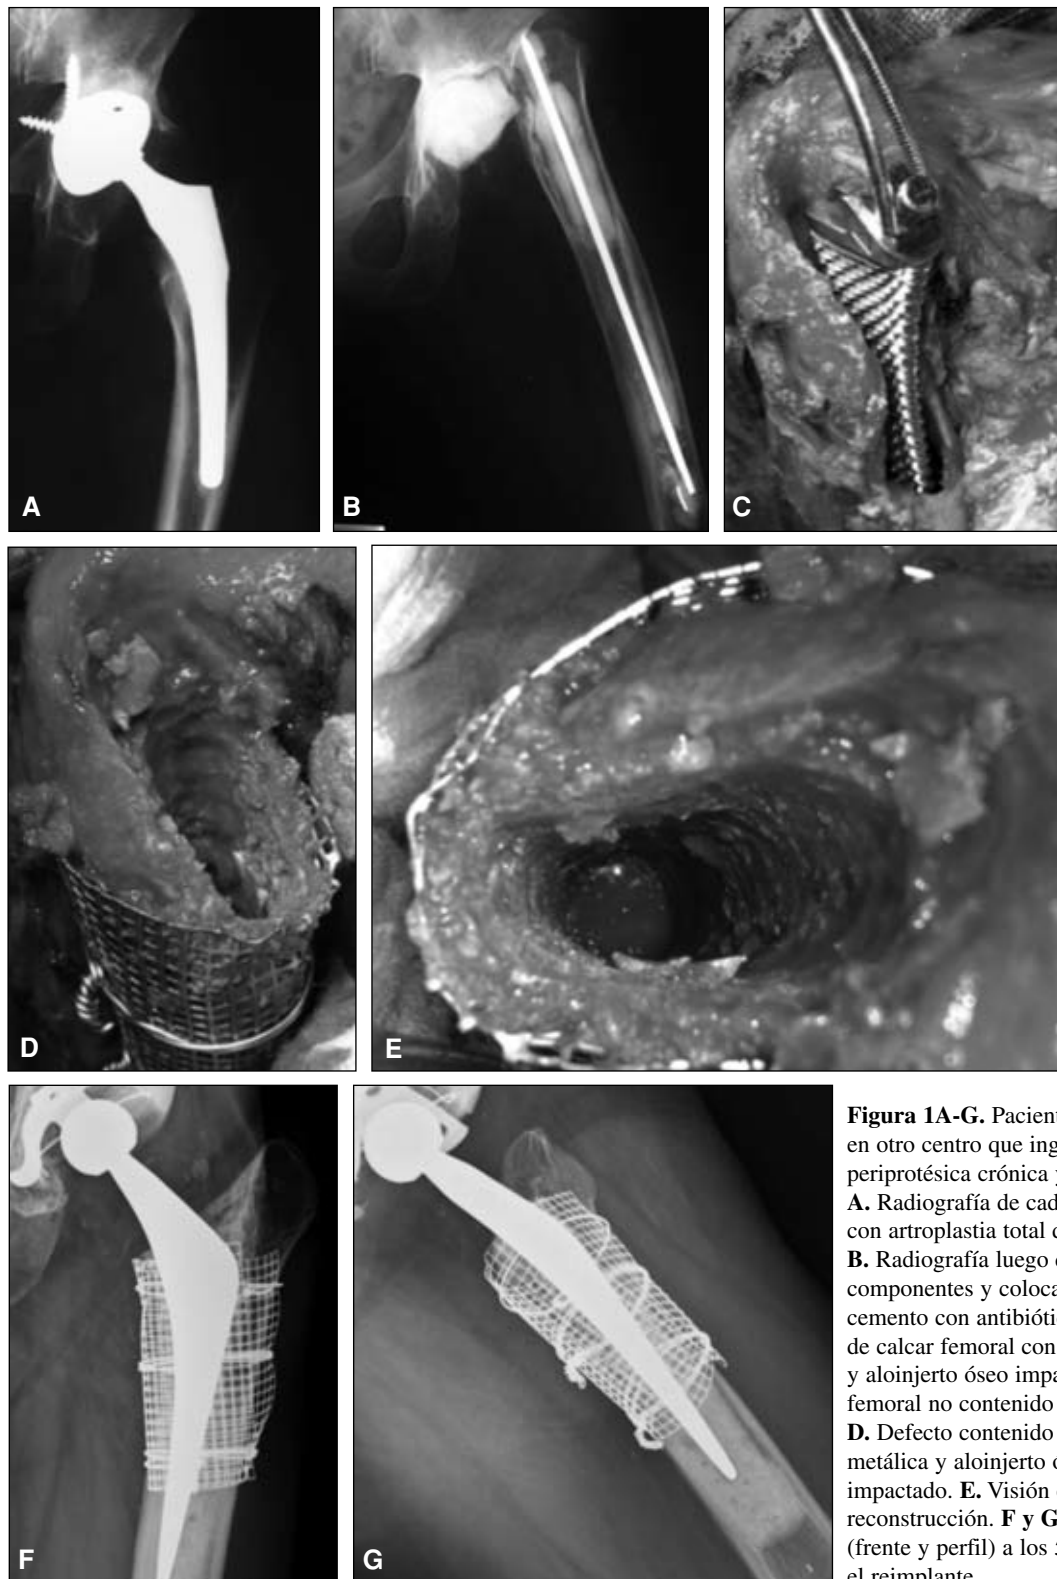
Paciente de 46 años operada en otro centro que ingresa con infección periprotésica crónica y fístula activa. A. Radiografía de cadera izquierda (frente) con artroplastia total de cadera no cementada. B. Radiografía luego de la extracción de los componentes y colocación de espaciador de cemento con antibiótico. C. Reconstrucción de calcar femoral con malla metálica y aloinjerto óseo impactado. Defecto óseo femoral no contenido en el calcar. D. Defecto contenido por medio de malla metálica y aloinjerto óseo esponjoso impactado. E. Visión endomedular de la reconstrucción. F y G. Control posoperatorio (frente y perfil) a los 5 años de realizado el reimplante.
